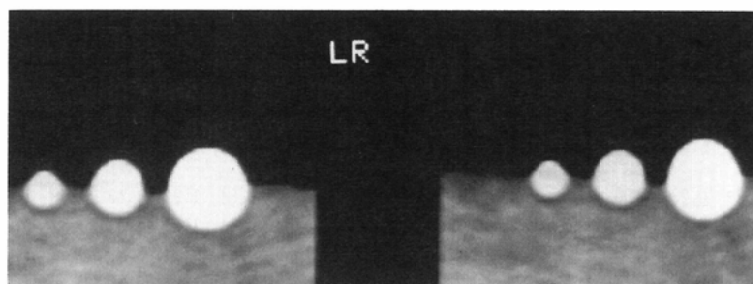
CT appearance of phantom experiment B. The dorsal half of the nodules are in the fat equivalent material (sugar), and the ventral half are surrounded by air (left) and lung equivalent one (rice hull, right). The dorsal half of them are larger than the ventral half.
